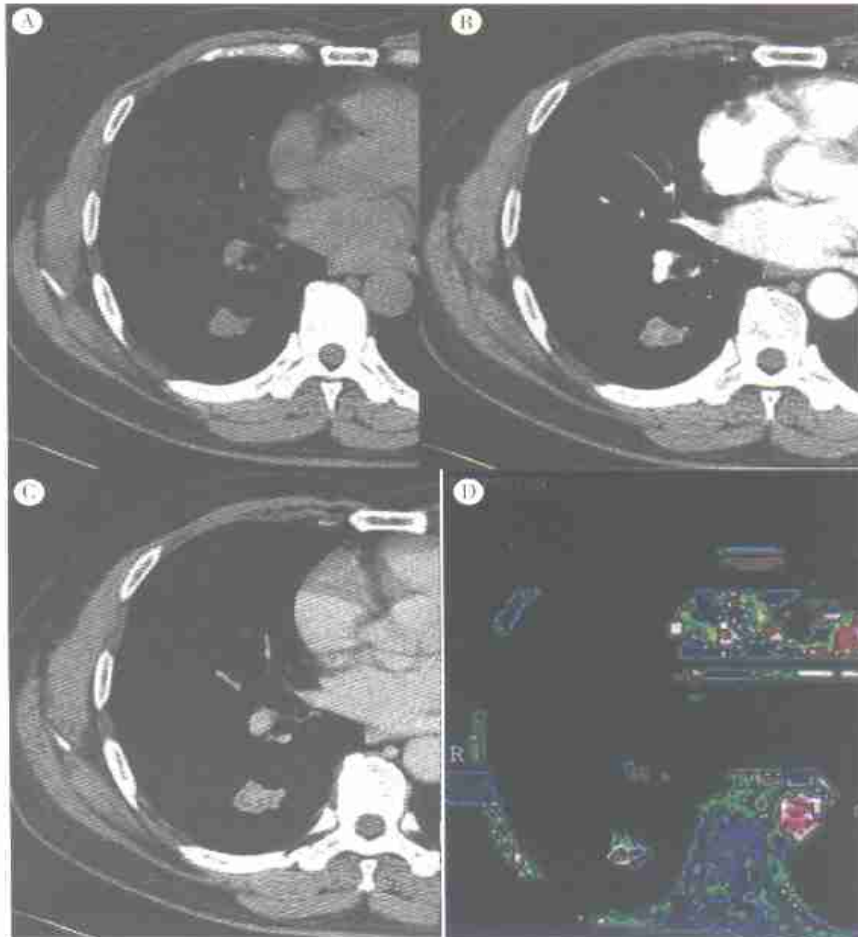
男,43岁,腺癌。A:平扫CT值为39.4 HU; B:注入造影剂后23 s CT值为46.7 HU; C:注入造影剂后83 s CT值为68.6 HU; D:灌注量33.910 6 ml/(min·100 g)
